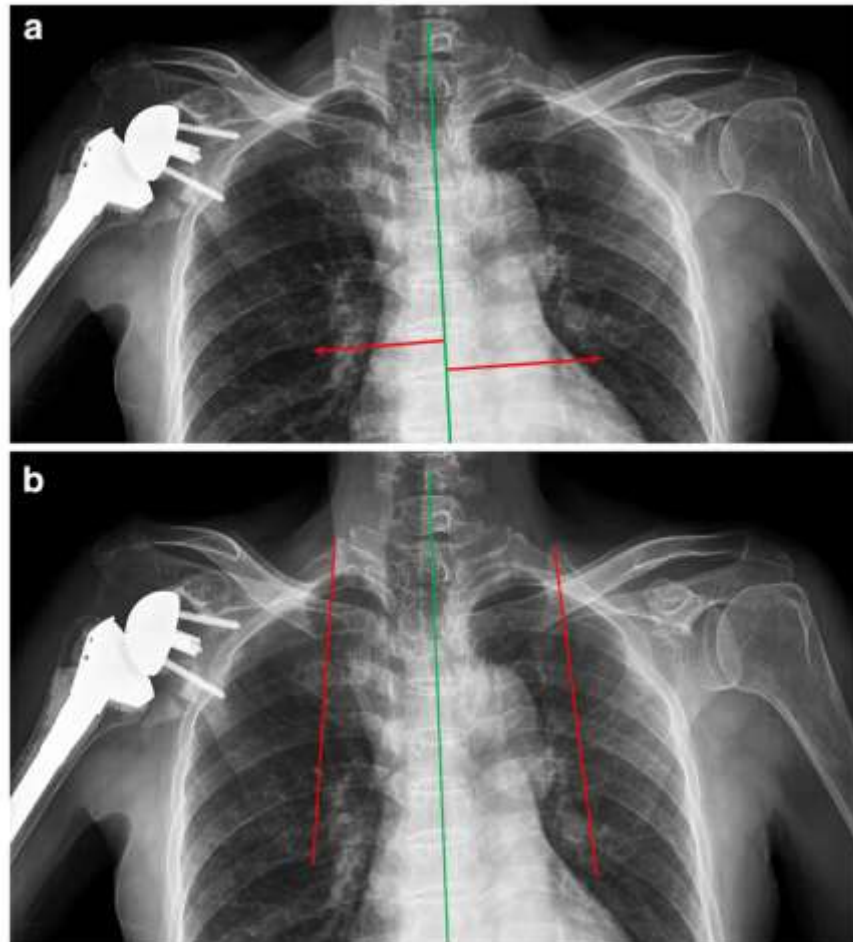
Calcul des mobilités scapulo-thoraciques sur des radiographies standard en mesurant la distance entre l'épine de la vertèbre thoracique et l'angle inférieur de la scapula (a) et l'inclinaison scapulaire définie comme étant l'angle formé entre une ligne verticale coupant en deux le corps vertébral et une ligne oblique tracée de l'angle supérieur à l'angle inférieur de la scapula. (courtoisie Kovacevic et al.)
